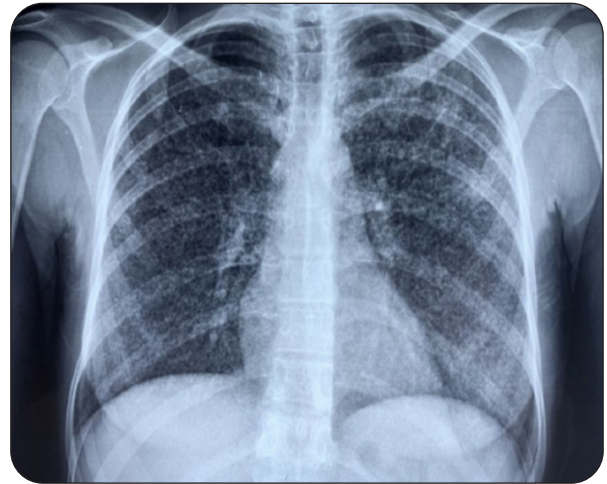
Radiographie du thorax (cliché de face) montrant des opacités micronodulaires bilatérales diffuses au niveau des deux hémichamps pulmonaires
